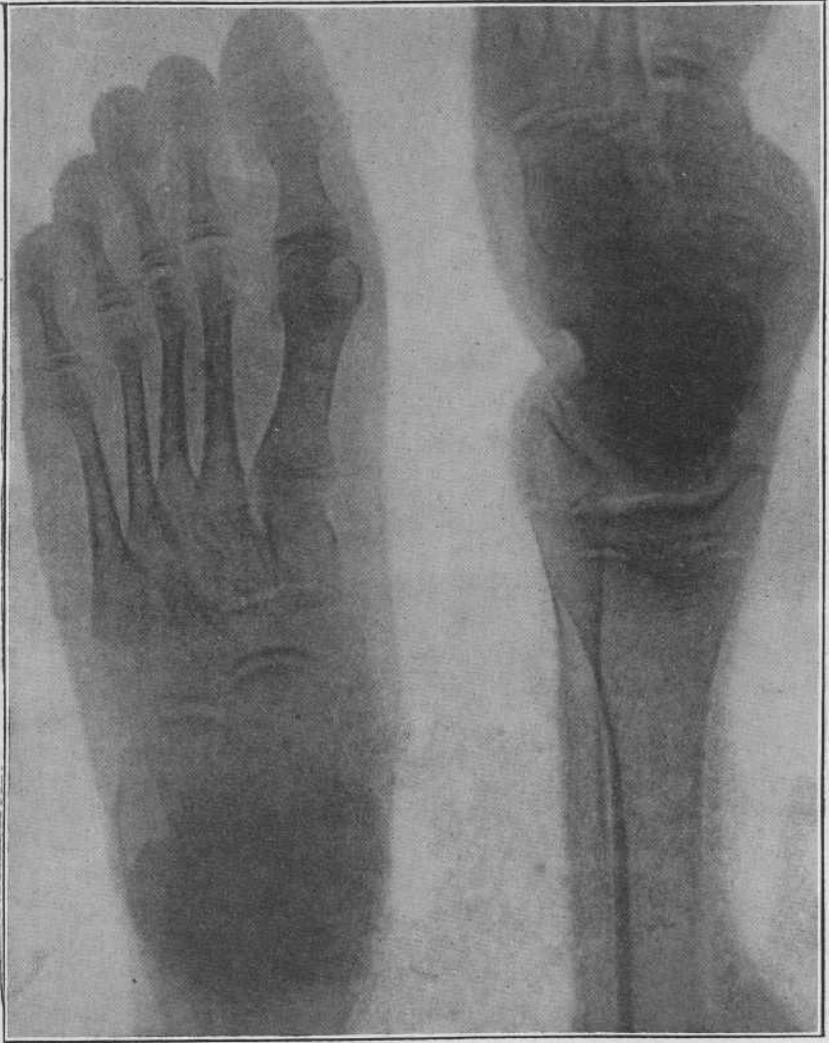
RADIOGRAPHIES DE LA JAMBE ET DU PIED DE M. S. (E. LEVI.)
